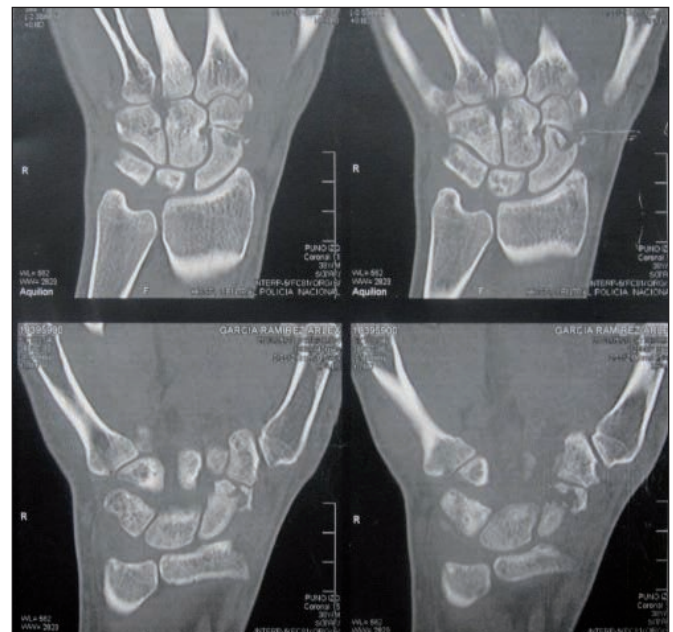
TAC de puño con fracturas de polo distal del escafoides.
